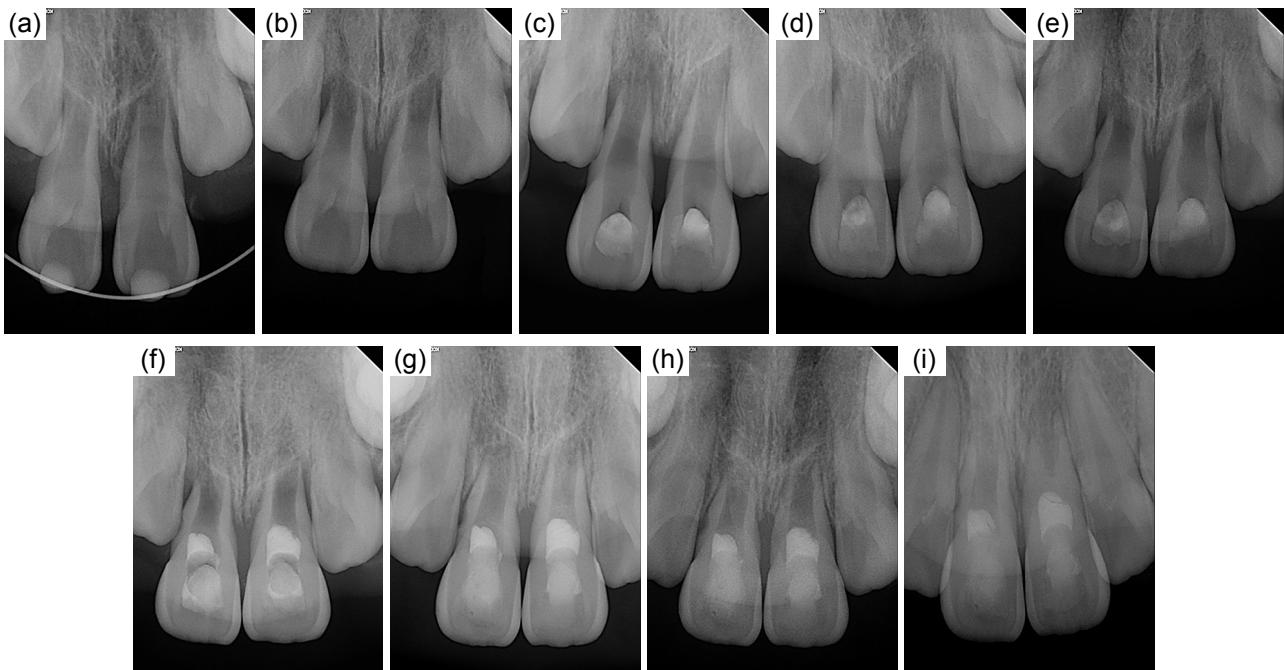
Standard radiographic view of Case 1. (a) At the first visit. (b) 6 weeks after avulsion with loss of vitality on both #11 and #21. (c) After extirpation of #11,21. (d) After administration of TAP. (e) 3 weeks after administration of TAP. (f) After PRF-MTA pulp regeneration. Follow-ups after (g) 3 months, (h) 9 months, (i) 24 months after pulp regeneration treatment.
